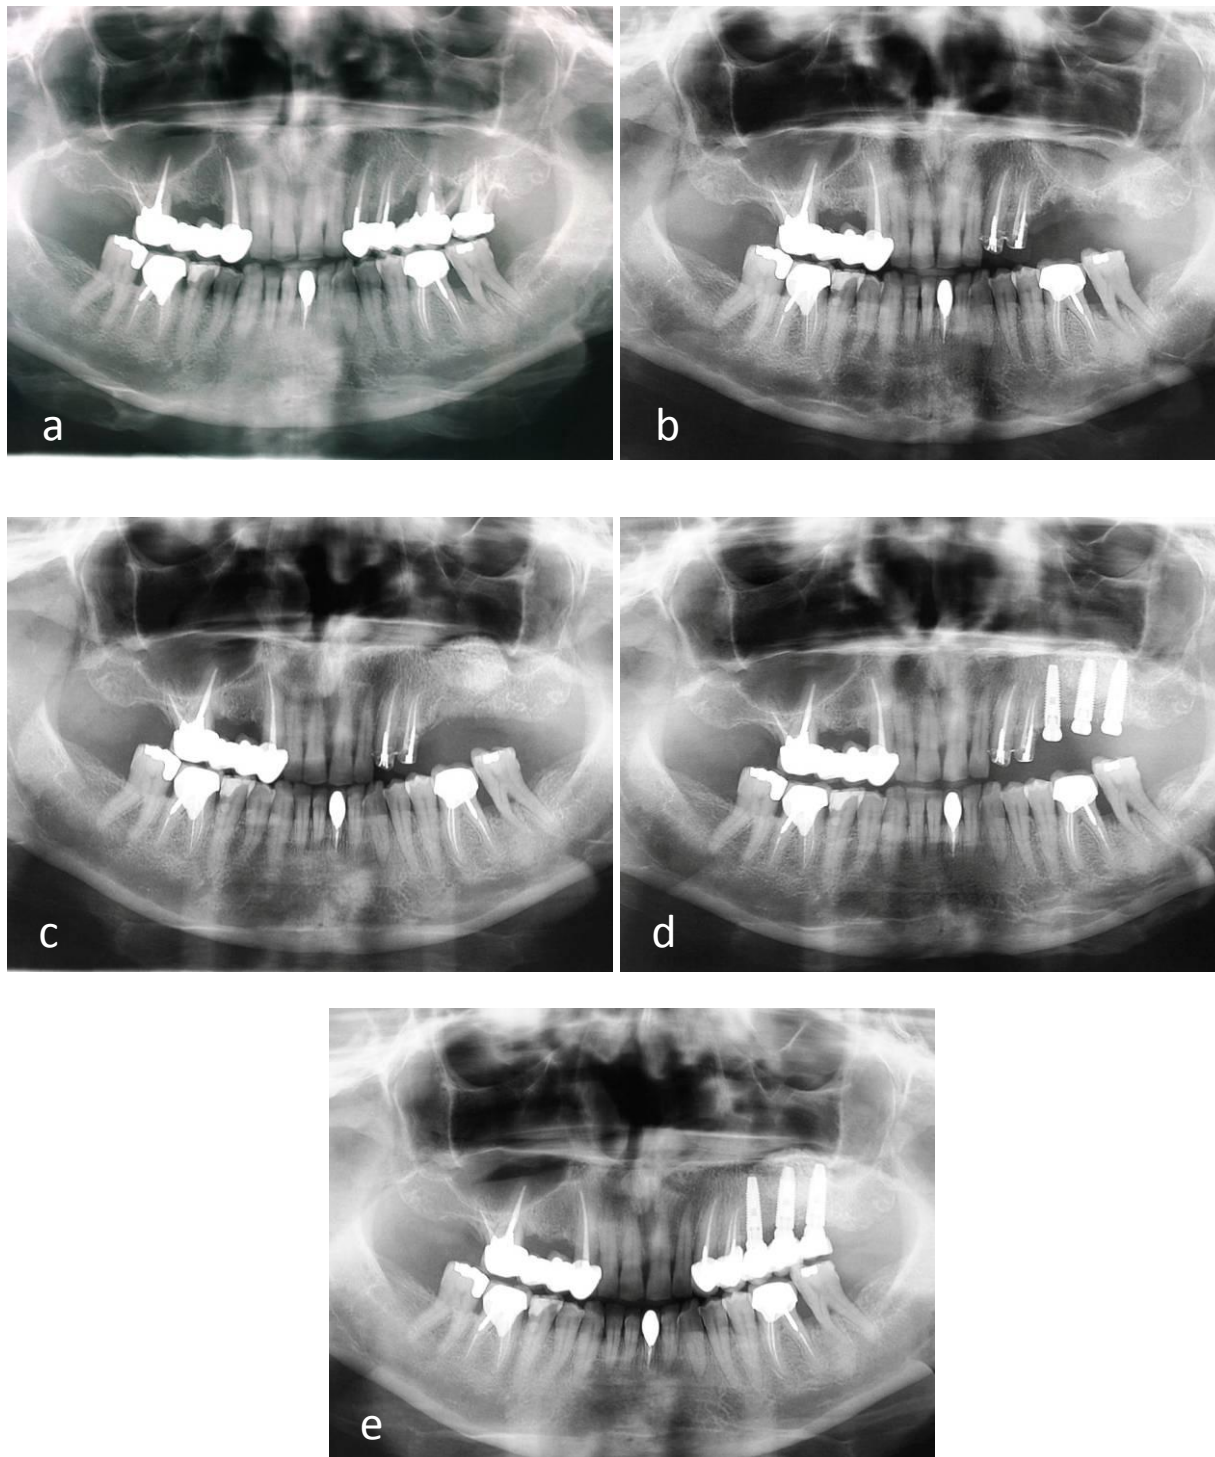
4. Radiografie panoramică la etapa planificării tratamentului (a), până la elevarea sinusului maxilar în segmentul posterior (b), după elevare (c), după implantare (d), la un an de încărcare funcțională (e).
